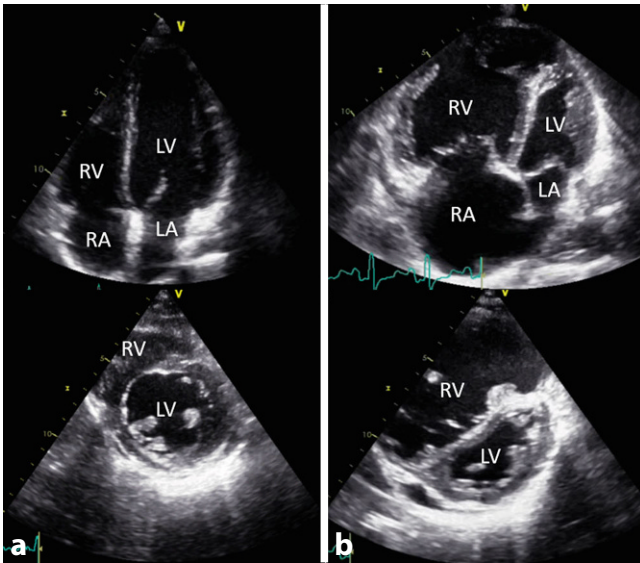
▲ a Normalbefund eines Vierkammerblicks, darunter einer parasternal kurzen Achse, b Befund bei schwerer POPH (portopulmonale Hypertonie): Vierkammerblick: rechter Ventrikel (RV) dilatiert und rechtsventrikuläre Wand hypertrophiert; in parasternal kurzer Achse: Kompression des linken Ventrikels (LV) mit Abflachung und Verlagerung des Septums und Ausbildung eines sog. D-Shape-Zeichens, LA linker Vorhof (Atrium), RA rechter Vorhof
